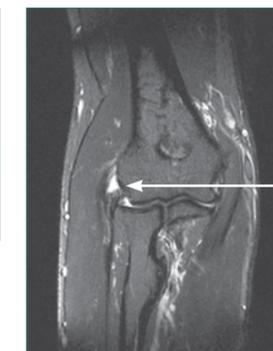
MRT bei chronischem Tennisellenbogen und deutlichem Extensorendefekt
